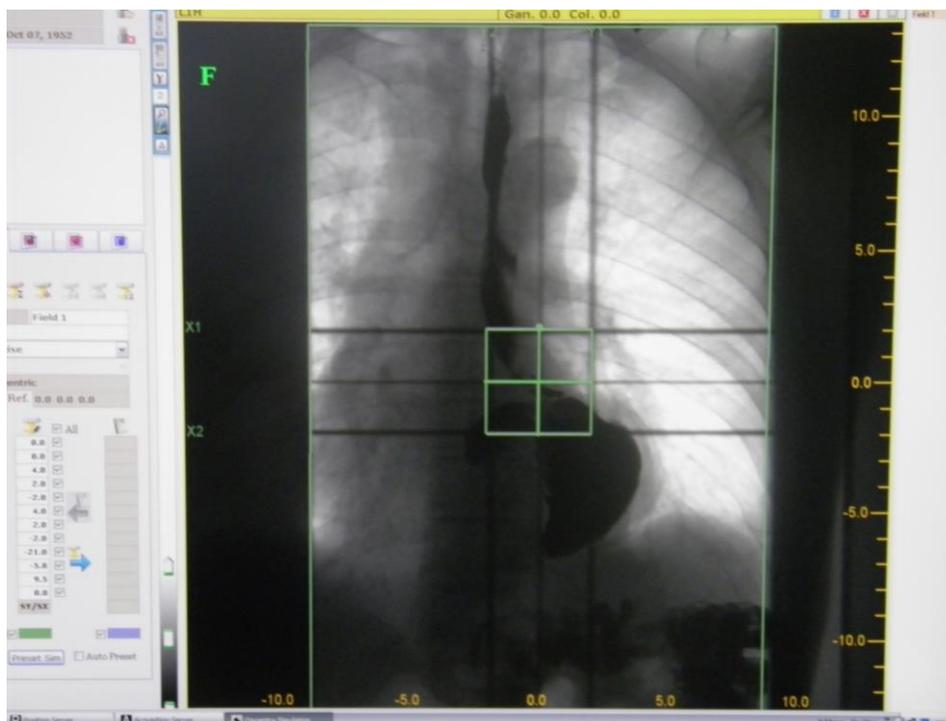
Определение области сужения при рентгеноскопии пищевода.
